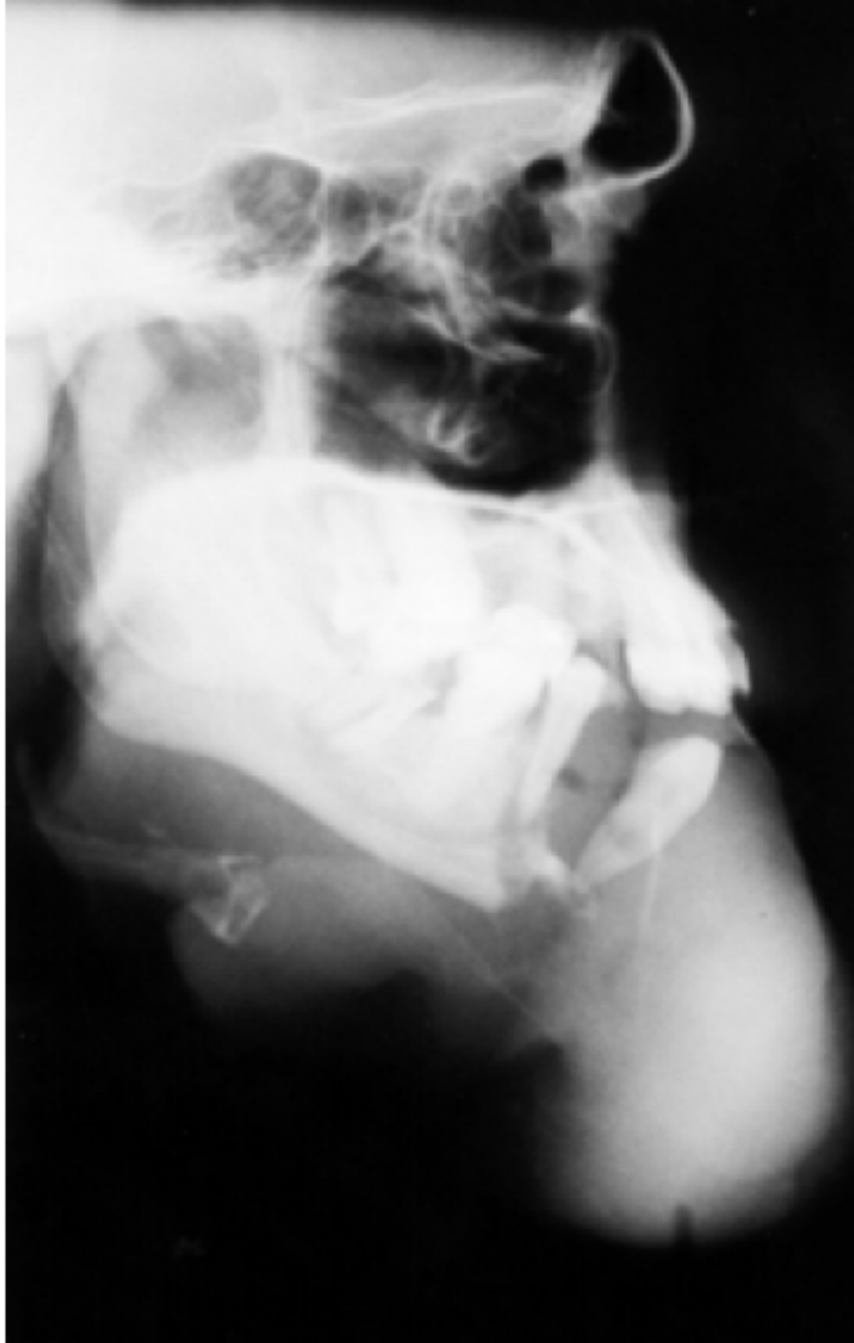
Radiografia de perfil – três meses após a biópsia, pode-se observar a extensão da lesão e os limites mal definidos e aspecto de flutuação dental.
